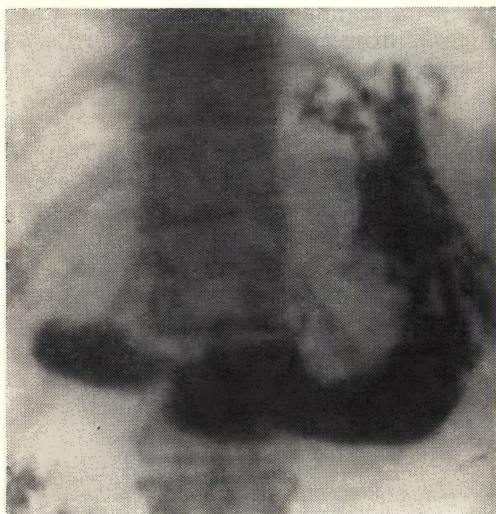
Рак желудка (рентгенограмма).
